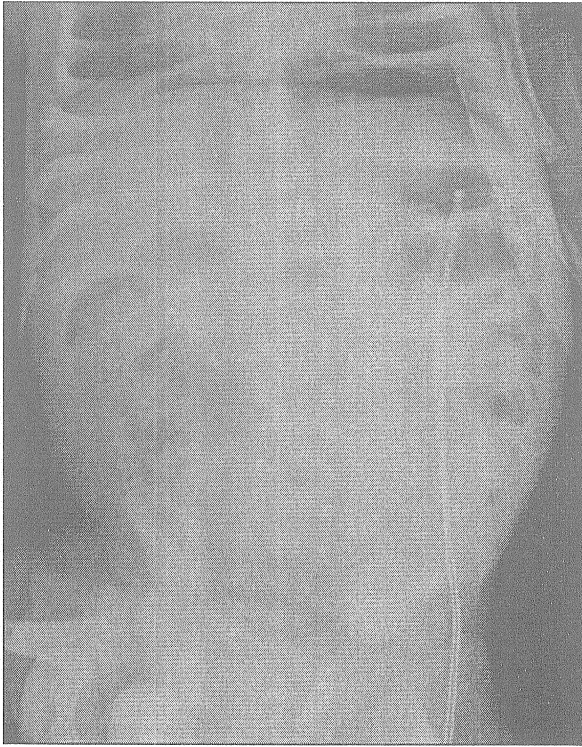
Birinci olgunun ayakta direkt karın grafisinde karacięer glgesi zerinde stste gelmiř serbest hava, sol yan duvarda izgi řeklinde, iki periton yapraęını ayıran hava glgesi
